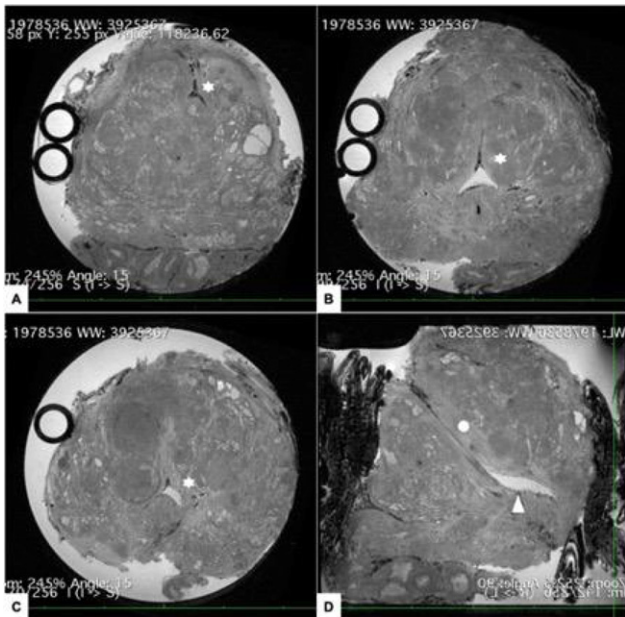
Coupes IRM 7T présentant le trajet de l'urètre. Il s'agit d'une série d'images de pièce de prostatectomie radicale, TR 1500ms, TE 80ms, de champ visuel de 5 × 5 cm avec une épaisseur 0,195, réalisé en 4h25 min à une résolution spatiale de 195 × 195 × 195 μm³. L'urètre (étoile) apparaît sur les coupes frontales de la base (A) à la portion moyenne de la glande (B) jusqu'à l'apex (C) avec une lumière en hypersignal, un fin liséré crénelé en hyposignal profond suivant les contours nets de la muqueuse urétrale. En coupe sagittale, il suit un trajet oblique en avant depuis son origine jusqu'au *veru montanum* (triangle blanc) où il adopte une direction plane horizontale jusqu'à l'apex prostatique. Dans toute sa longueur, il est circonscrit de plage en hypersignal longilignes (disque blanc) correspondant à sa musculaire lisse sous-muqueuse.
